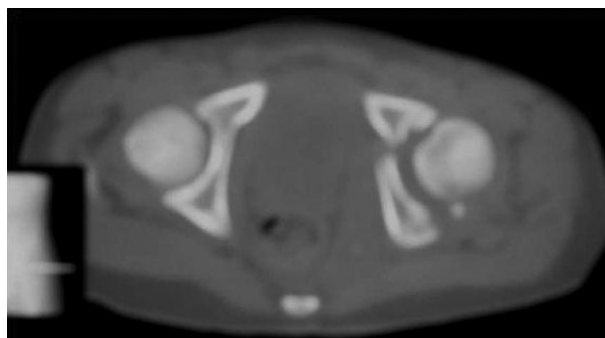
TC de pelvis en el momento de la lesión en el que se confirma la existencia de una fractura del trasfondo acetabular izquierdo con ligero desplazamiento, que afecta al cartílago trirradiado (epifisiolisis tipo 1 de Salter y Harris).
